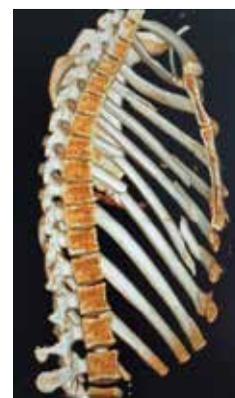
Компьютерная томография грудной клетки пострадавшей В. с флотирующими переломами ребер, режим 3D-реконструкции
